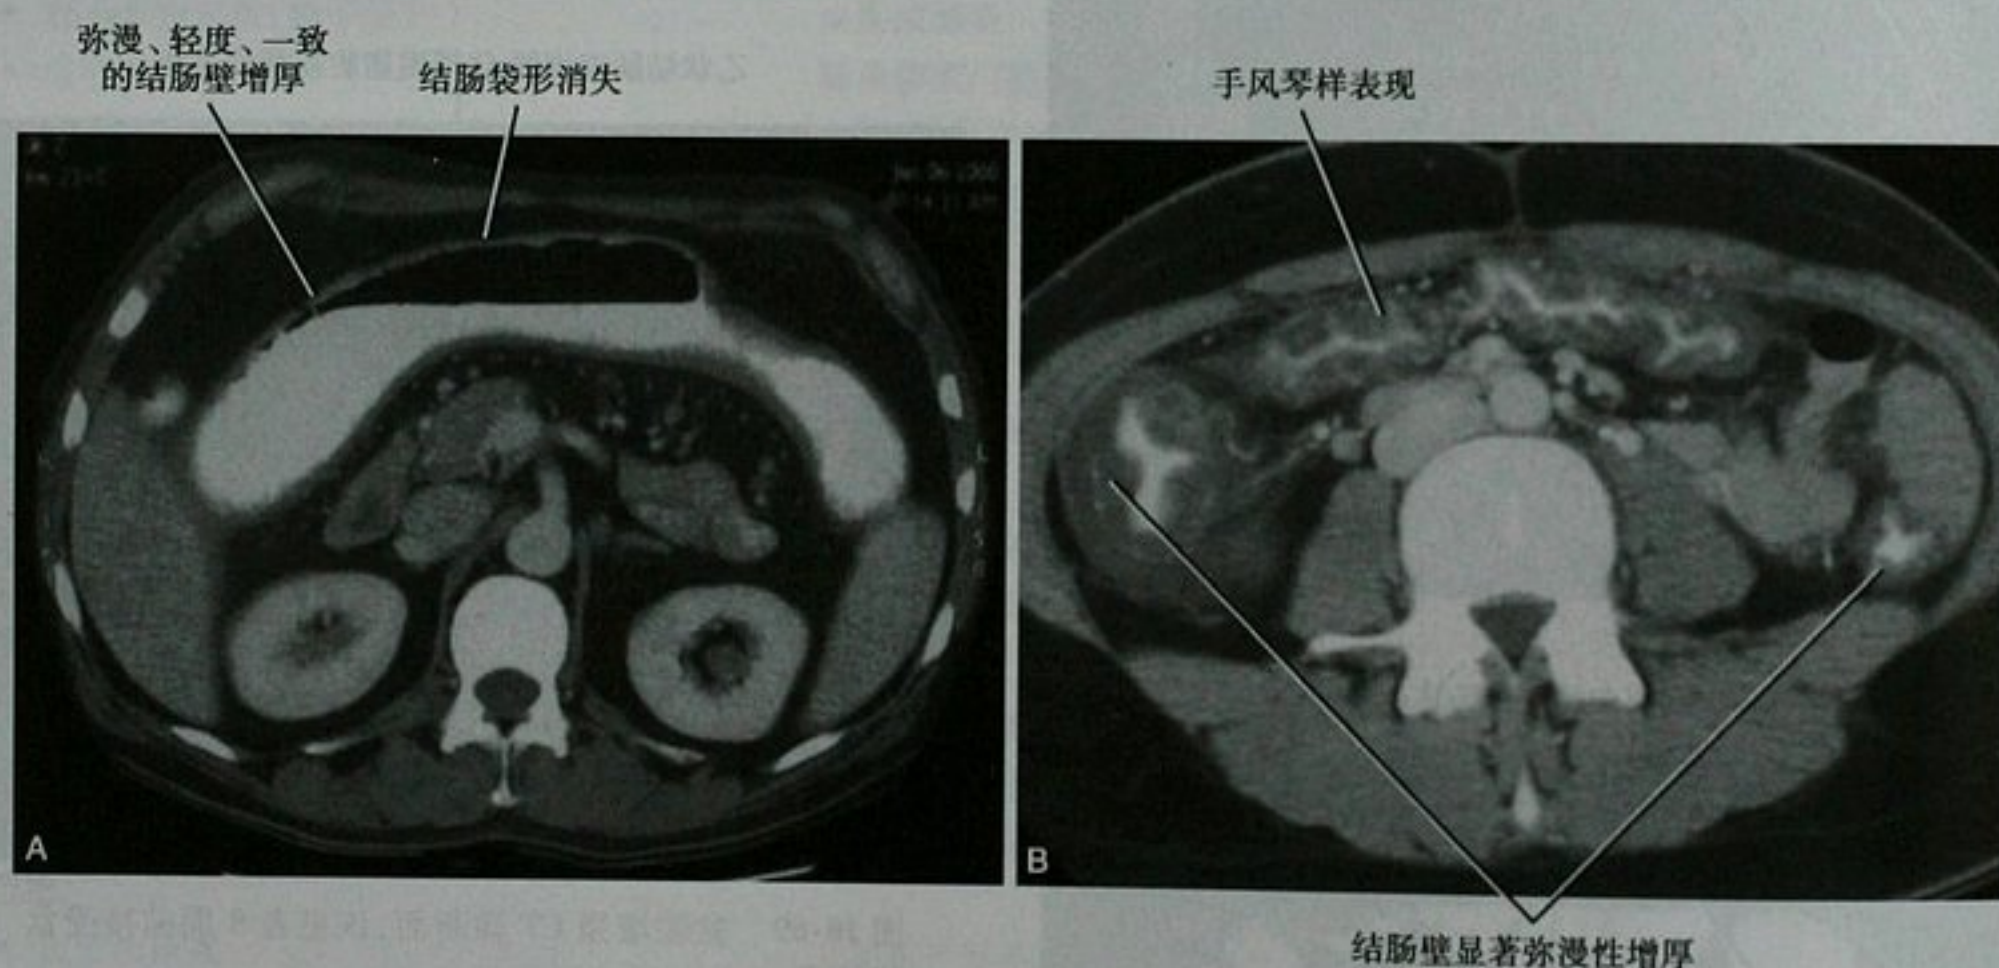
横结肠壁增厚。A. 横结肠增强 CT 横断面图像，慢性溃疡性结肠炎患者；B. 中腹部增强 CT 横断面图像，伪膜性结肠炎患者
